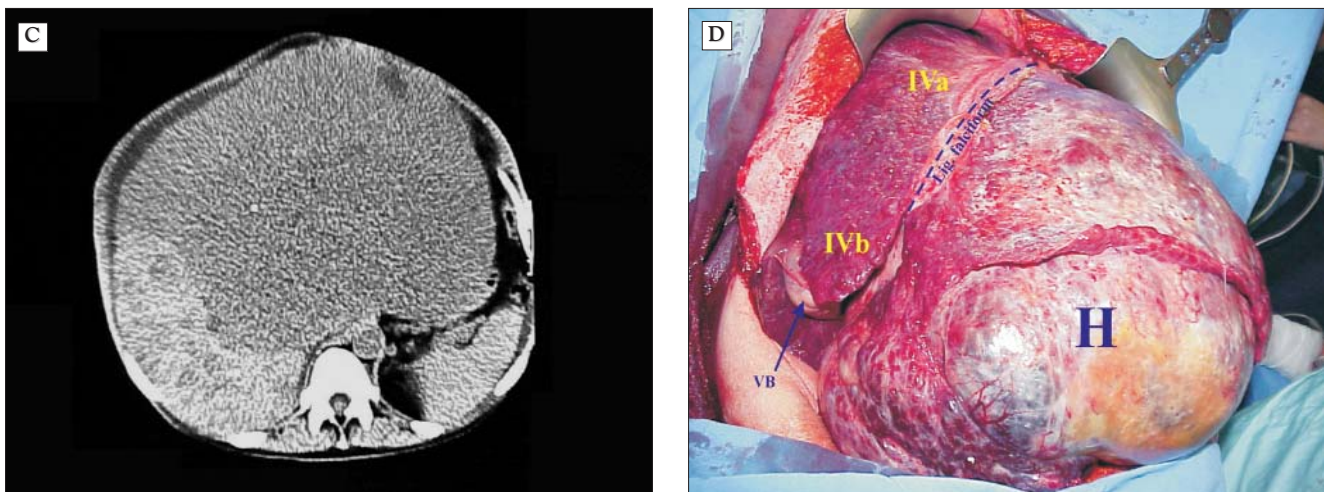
CT de HCGH (C), aspect intraoperator, cu angiomatoză pe ficatul restant (D)
